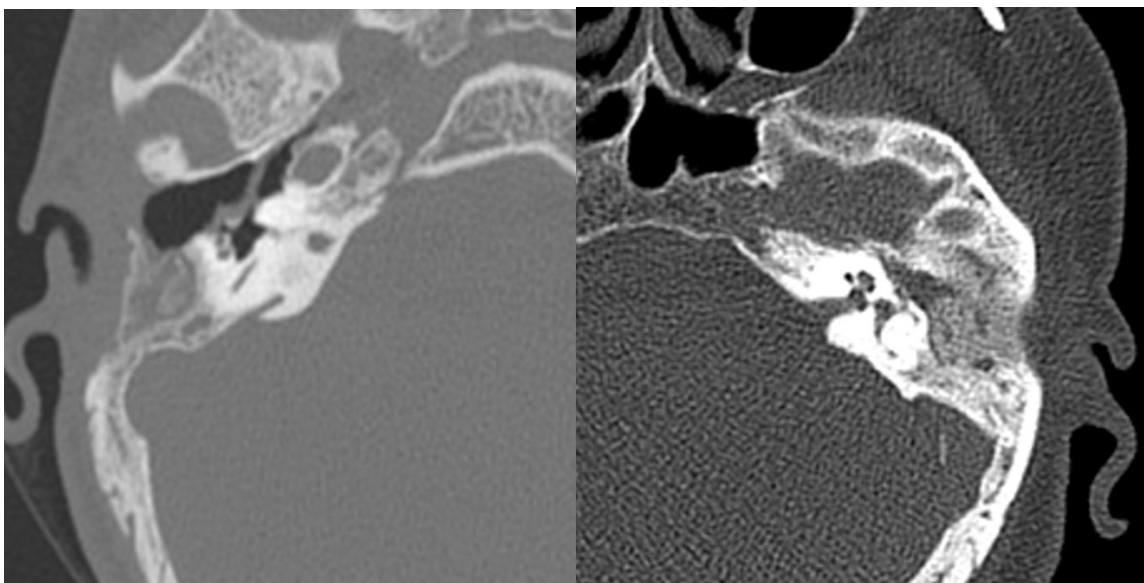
5 КТ височных костей пациентов после облитерации мастоидальной полости аутостружкой кортикального слоя височной кости.
